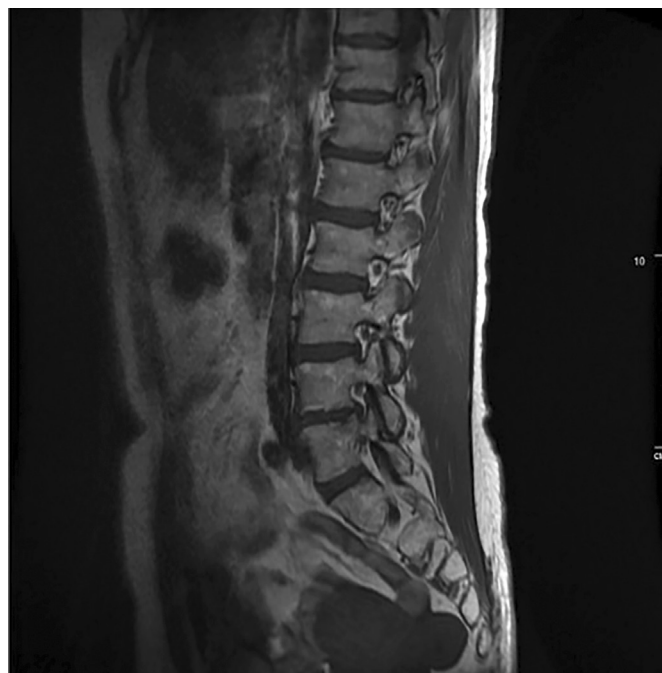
МРТ поясничного отдела позвоночника.
